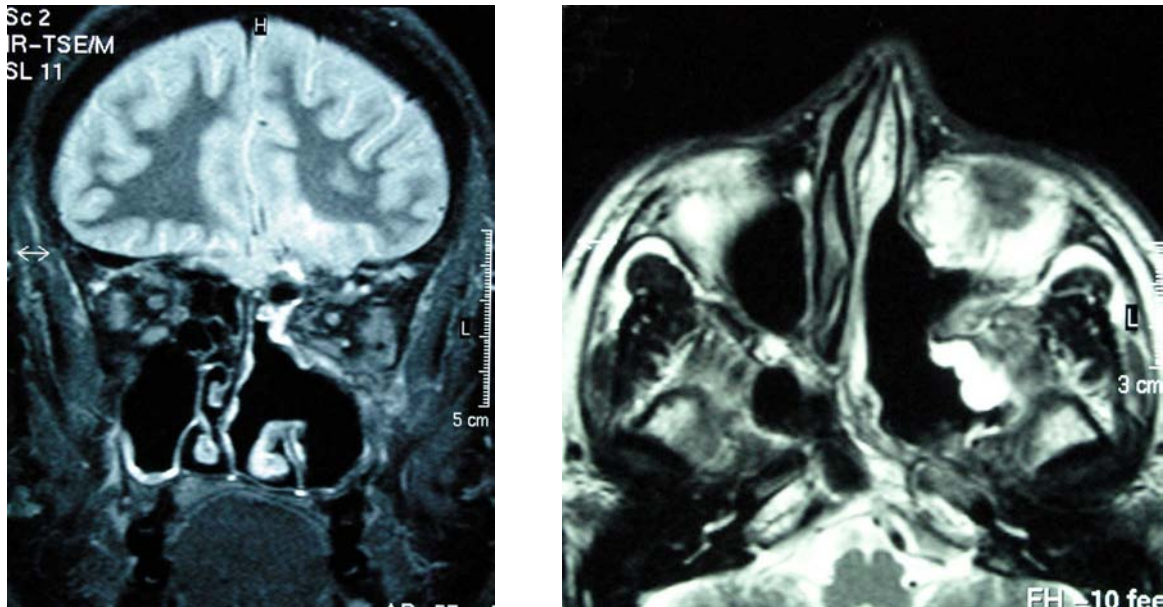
T2-gewichtetes MRT in koronarer und axialer Schnittführung des 45-jährigen Patienten aus Abbildung 13 zeigt 2 Jahre postoperativ reizlose Schleimhautverhältnisse ohne Anzeichen für eine Rezidivzele.
